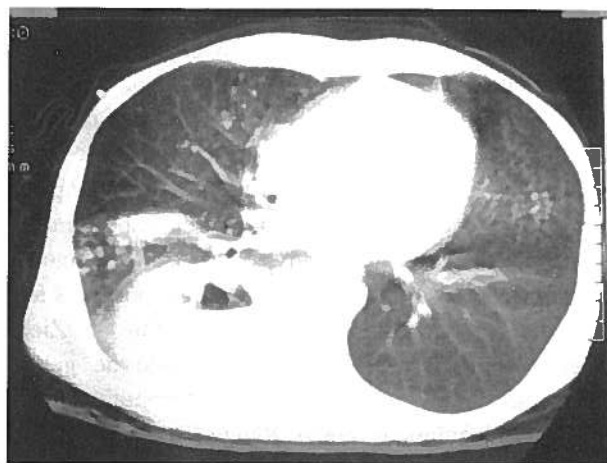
TAC-toraco-pulmonar, janela de parênquima, com condensação pulmonar e nível líquido.
